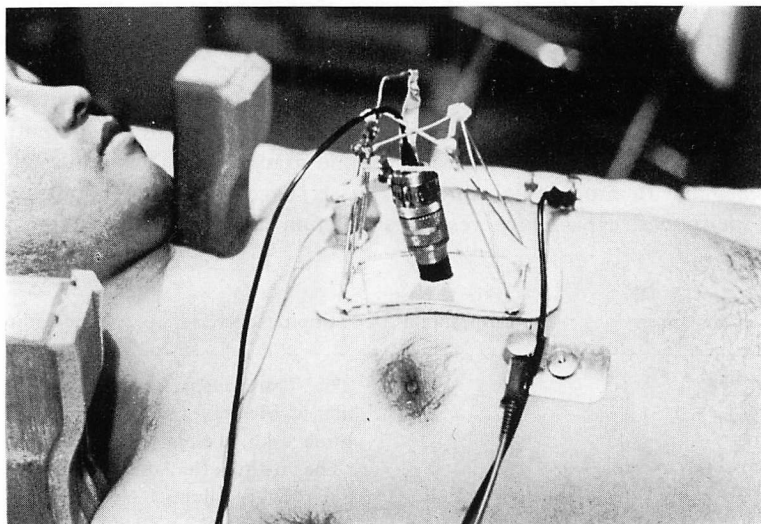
A fixing apparatus of the ultrasonic transducer.
